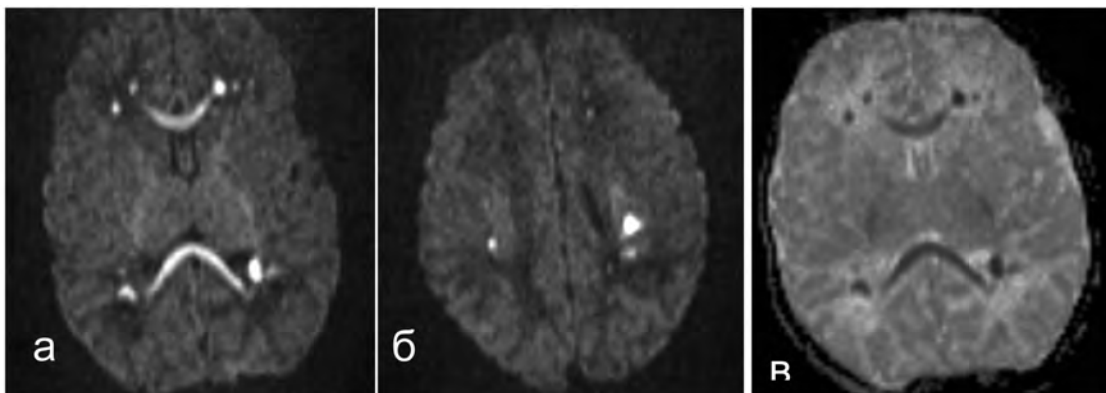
Тот же пациент. МРТ головного мозку, ДВІ в аксіальній площині, $b = 2000 \text{сек}/\text{мм}^2$ (а, б) і ІКД—карта (в), середнє ІКД в зонах ішемії $0,4 \times 10^{-3} \text{мм}^2/\text{сек}$
